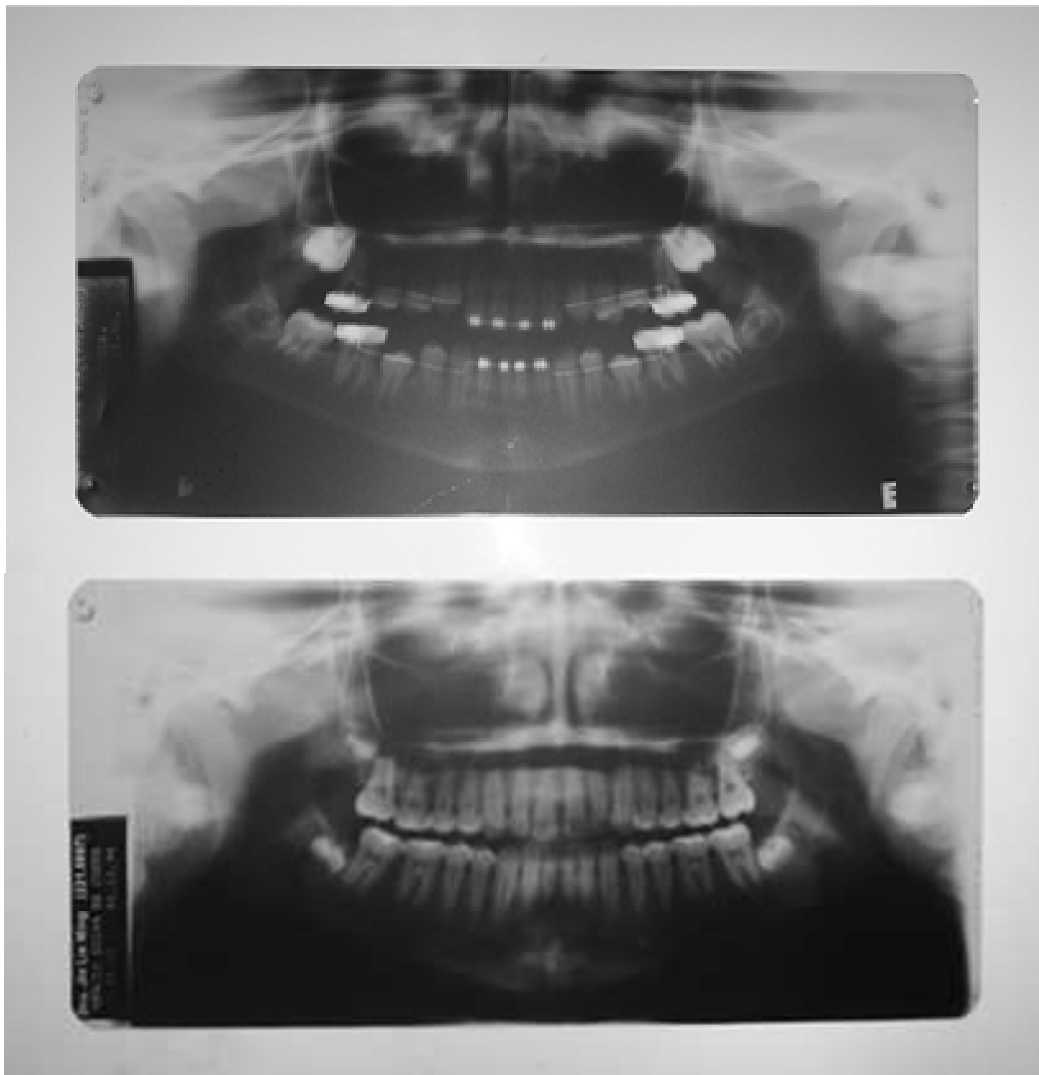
Negatoscópio Konex e radiografias panorâmicas
